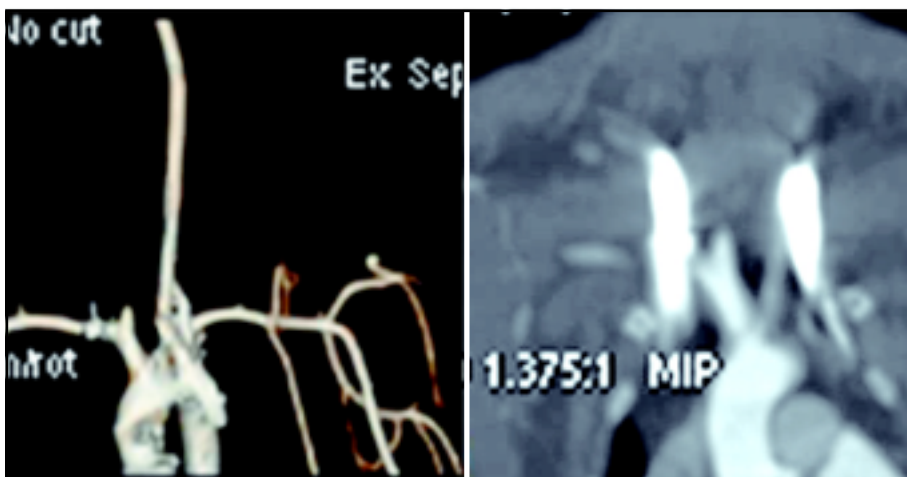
Angiotomografía del aneurisma.
